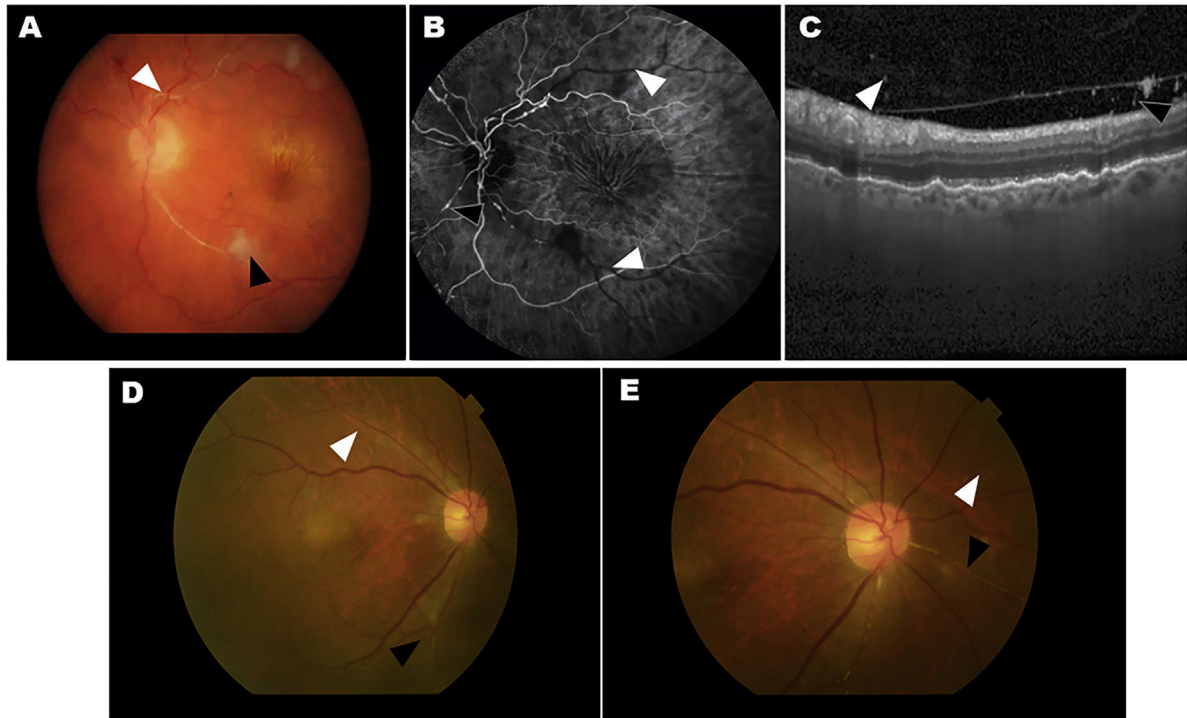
Dos casos de ojos con eventos adversos relacionados con inflamación intraocular (IIO) de los estudios HAWK y HARRIER. A-C, caso 1: iridociclitis y OVR. A) La fotografía en color del fondo de ojo muestra un blanqueamiento de la arteria retiniana compatible con oclusión vascular retiniana (OVR, punta de flecha blanca) y una mancha algodónosa (punta de flecha negra). B) La angiografía fluoresceínica en la fase venosa demuestra la falta de perfusión de las arterias de la retina (puntas de flecha blanca) y el *box-carring* arterial (punta de flecha negra). C) La imagen de tomografía de coherencia óptica (OCT) muestra la presencia de células en el vítreo en la hialoides posterior. D-E, caso 2: uveítis y OVR. La fotografía en color del fondo de ojo muestra un estrechamiento pequeño y focal de las arteriolas retinianas (punta de flecha blanca) y la oclusión (punta de flecha negra).
